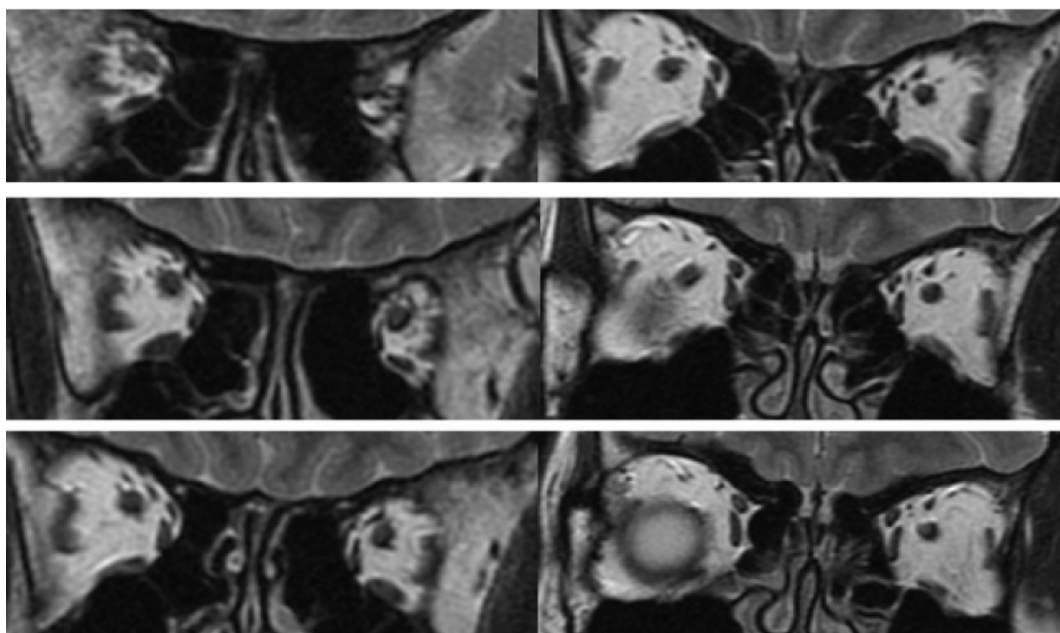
冠状位各平面眼外肌 MRI 图像(Ⅲ-1)。
